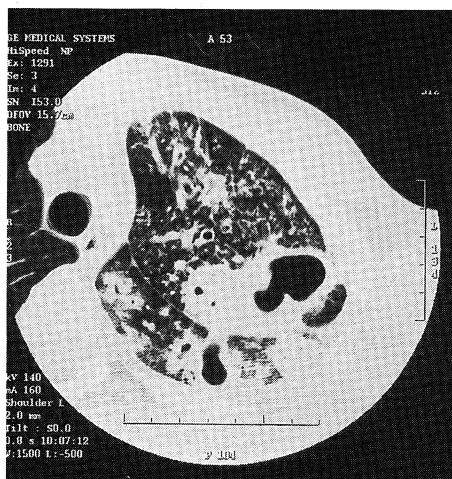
Chest CT scan obtained on admission
